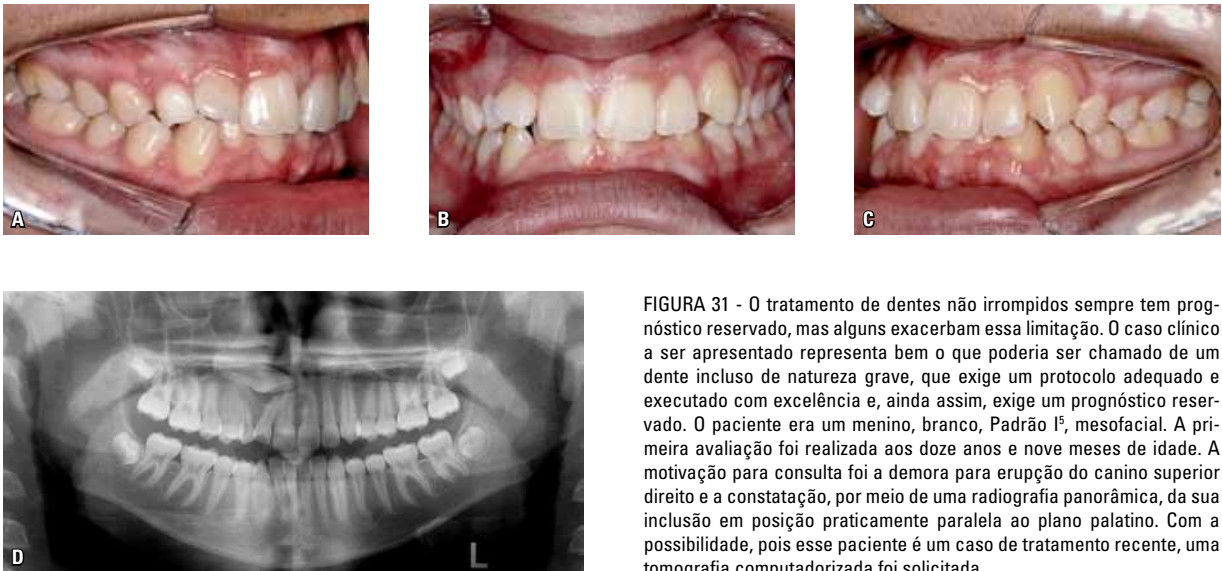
O tratamento de dentes não irrompidos sempre tem prognóstico reservado, mas alguns exacerbam essa limitação. O caso clínico a ser apresentado representa bem o que poderia ser chamado de um dente incluído de natureza grave, que exige um protocolo adequado e executado com excelência e, ainda assim, exige um prognóstico reservado. O paciente era um menino, branco, Padrão I<sup>o</sup>, mesofacial. A primeira avaliação foi realizada aos doze anos e nove meses de idade. A motivação para consulta foi a demora para erupção do canino superior direito e a constatação, por meio de uma radiografia panorâmica, da sua inclusão em posição praticamente paralela ao plano palatino. Com a possibilidade, pois esse paciente é um caso de tratamento recente, uma tomografia computadorizada foi solicitada.
